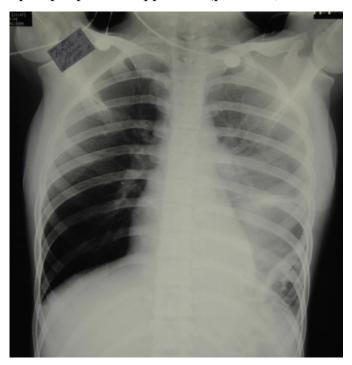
Рентгенография органов грудной клетки ребенка при поступлении
